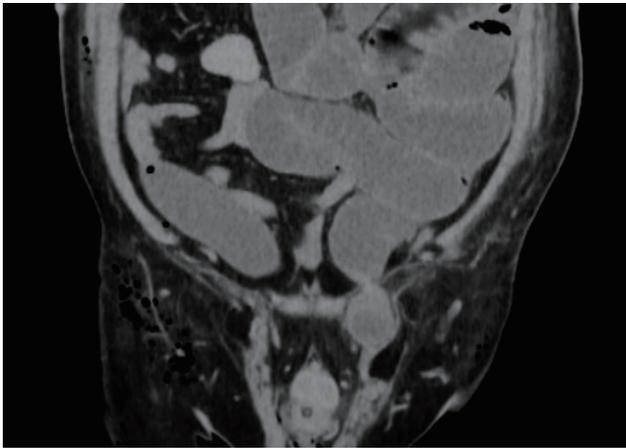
腹部 CT 検査 脱出腸管口側に小腸の拡張・液体貯留を認めた.
